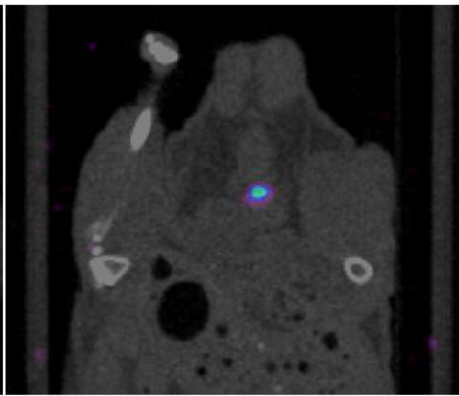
Imagerie SPECT (a) et macroscopique (b) de la souris n°13 portant une large tumeur nécrotique.
